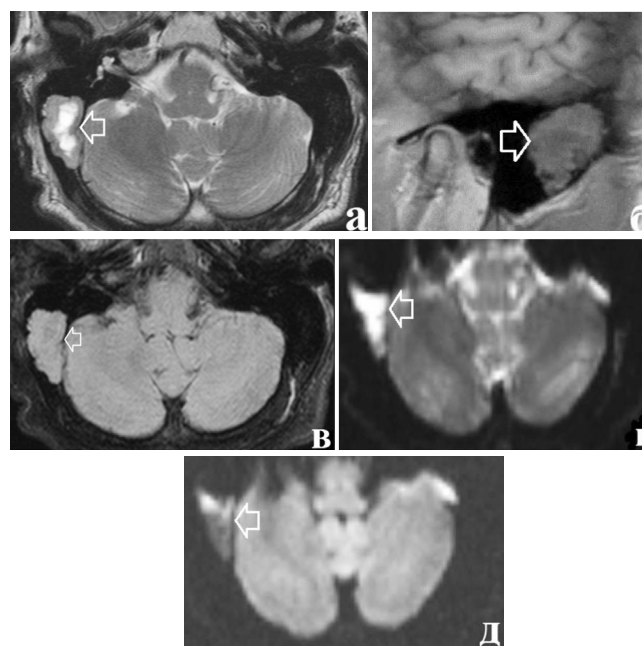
Магнитно-резонансные томограммы височных костей. а – аксиальная проекция, T_2 , гиперинтенсивный сигнал в центре образования, гипоинтенсивный по периферии (стрелка); б – сагиттальная проекция, T_1 , однородный гипоинтенсивный сигнал (стрелка); в – аксиальная проекция, FLAIR, изоинтенсивный сигнал (стрелка); г – аксиальная проекция, DWI, $b=0$ с/мм², гиперинтенсивный сигнал (стрелка); д – аксиальная проекция, DWI, $b=800$ с/мм², гипоинтенсивный сигнал, отсутствие ограничения диффузии (стрелка)
